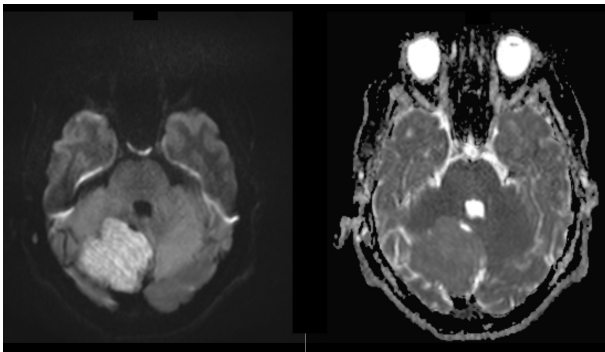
RM nas sequências de difusão (DWI) e coeficiente de difusão aparente (ADC), planos axiais, caracterizando lesão cerebelar sem restrição à difusão.
